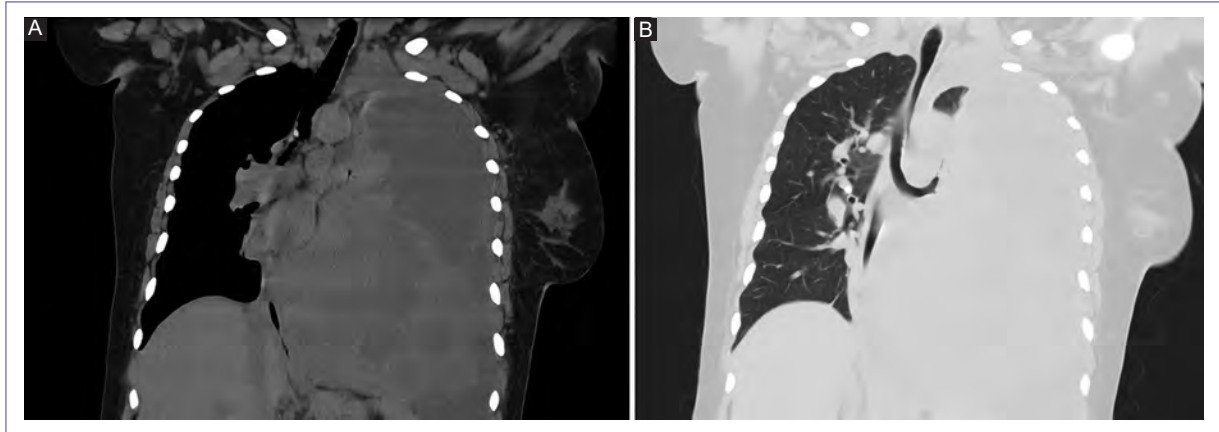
Tomografía computarizada de tórax, corte coronal. Evidencia de masa pulmonar izquierda en ventana pulmonar (A) y ósea (B).
